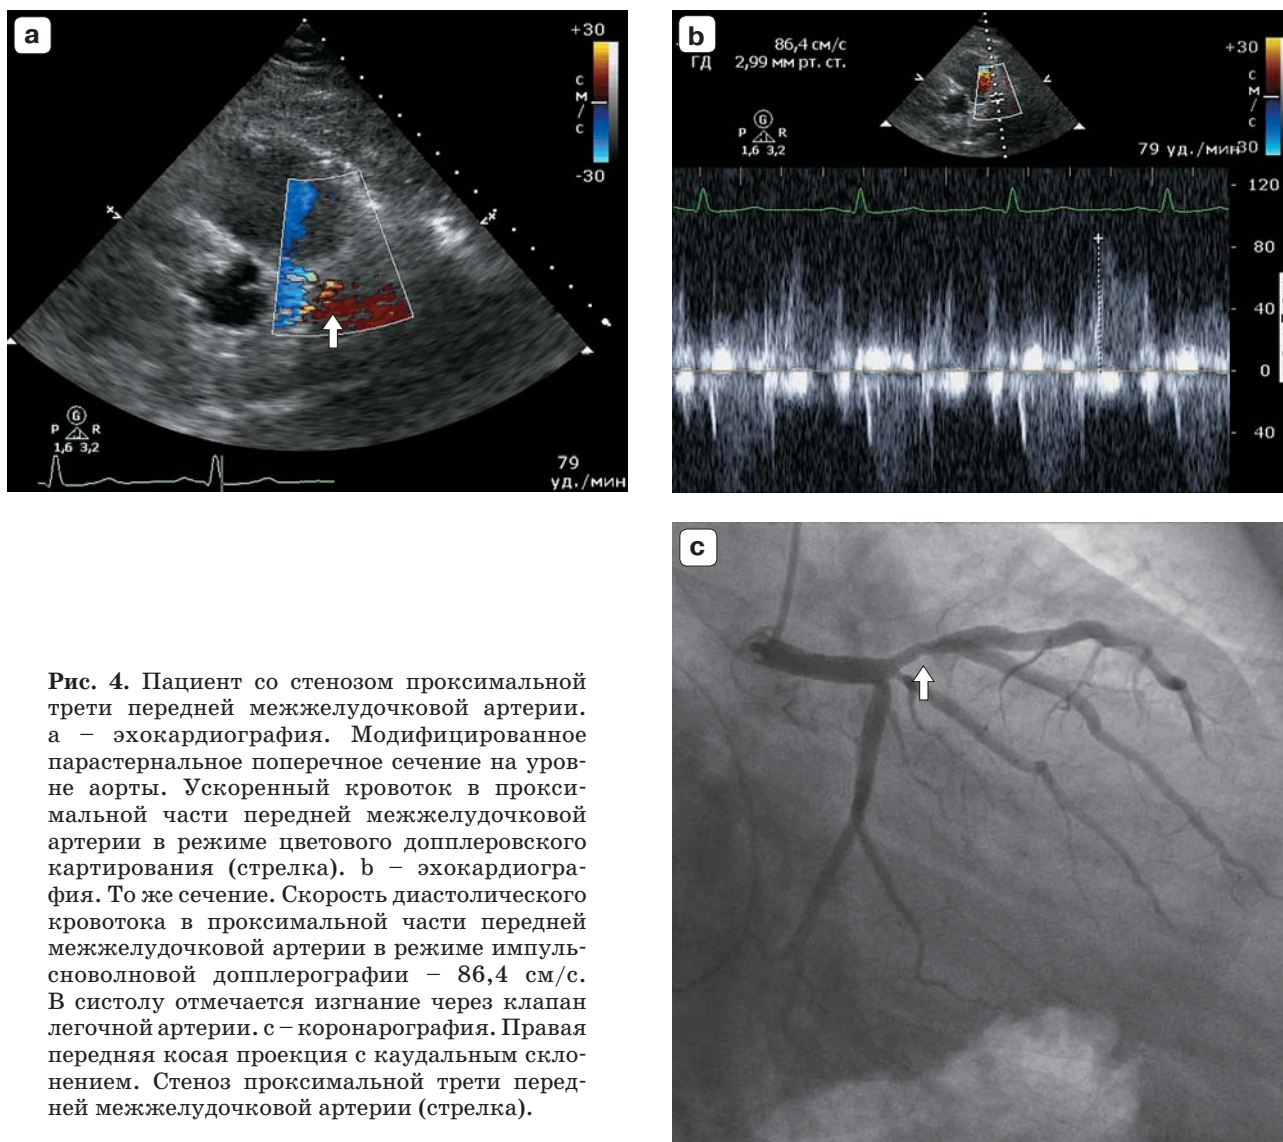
Пациент со стенозом проксимальной трети передней межжелудочковой артерии. а – эхокардиография. Модифицированное парастернальное поперечное сечение на уровне аорты. Ускоренный кровоток в проксимальной части передней межжелудочковой артерии в режиме цветового доплеровского картирования (стрелка). б – эхокардиография. То же сечение. Скорость диастолического кровотока в проксимальной части передней межжелудочковой артерии в режиме импульсной доплерографии – 86,4 см/с. В систолу отмечается изгнание через клапан легочной артерии. с – коронарография. Правая передняя косая проекция с каудальным наклоном. Стеноз проксимальной трети передней межжелудочковой артерии (стрелка).
